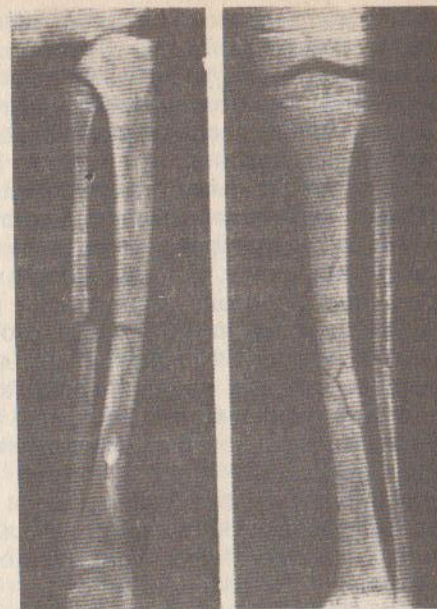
Рентгеновские снимки перелома костей голени в сагиттальной (слева) и фронтальной (справа) проекциях (по З. С. Мироновой)
